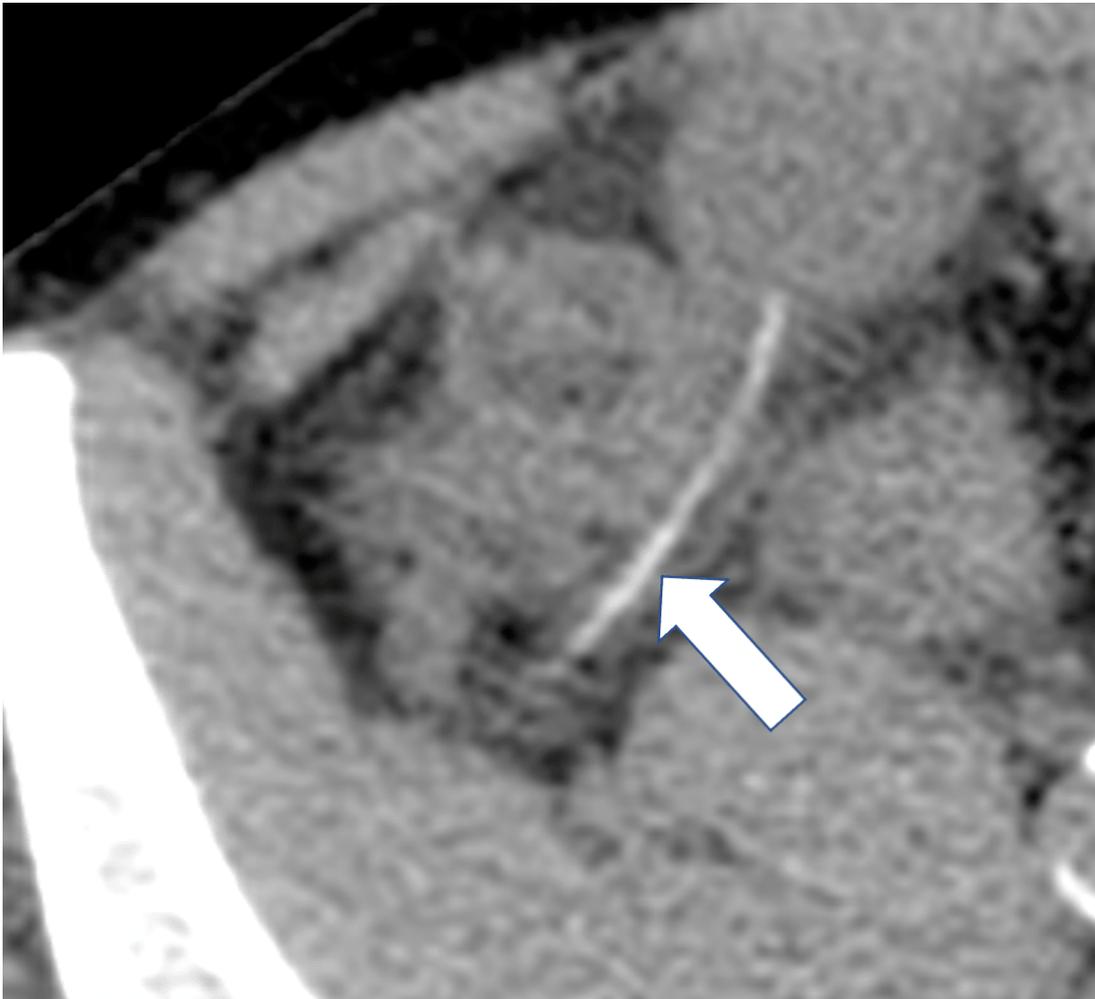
TC do abdome no plano axial, sem contraste endovenoso, evidenciando estrutura linear espontaneamente hiperdensa (seta branca) na fossa ilíaca direita (158UH), com localização extraluminal, adjacente às alças ileais e apêndice cecal, associado a densificação dos planos adiposos adjacentes. Não há pneumoperitônio.
